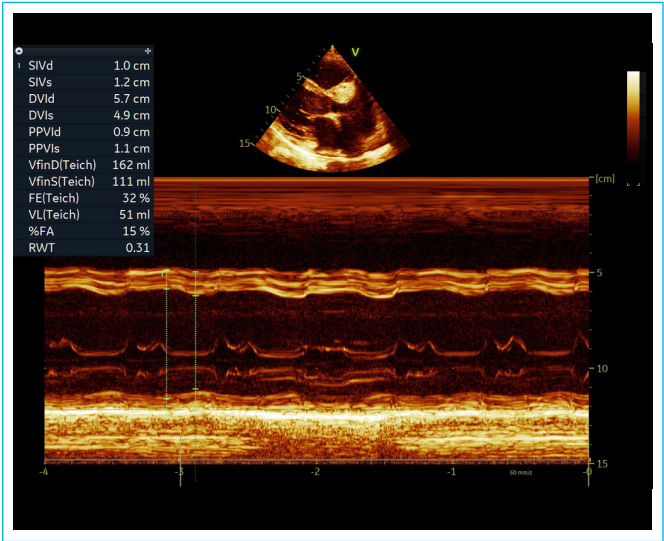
Ecocardiograma transtorácico. Plano paraesternal de eje largo del VI en Modo M. Se observa dilatación ventricular izquierda con función sistólica deprimida de forma severa.
